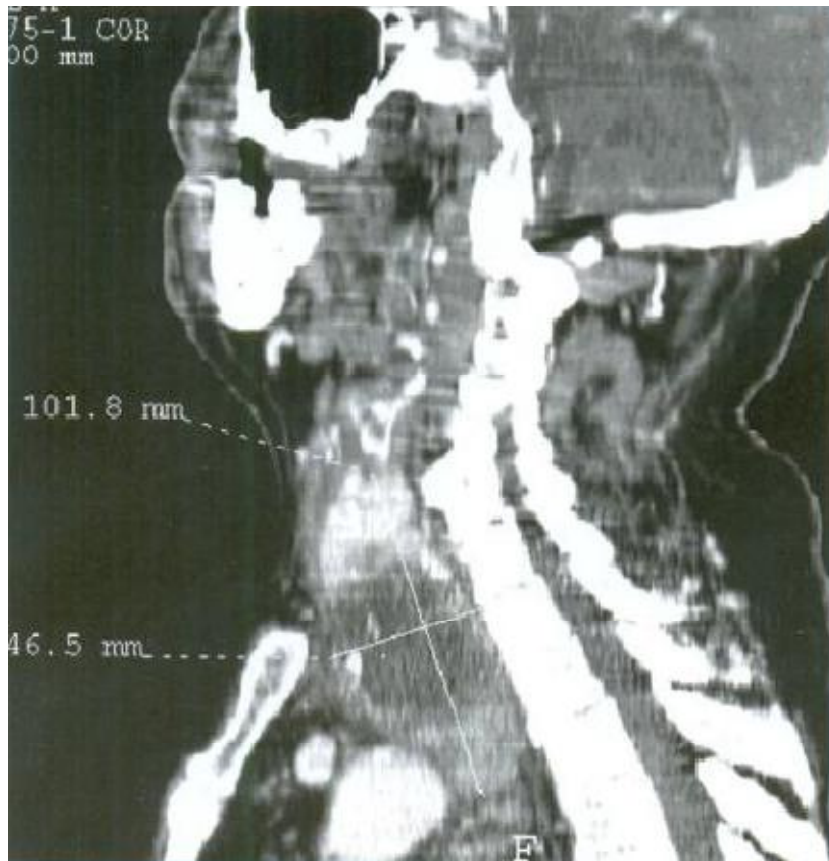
TDM reconstruction sagittale pour l'évaluation de la profondeur du développement thoracique d'un goitre plongeant [43].
